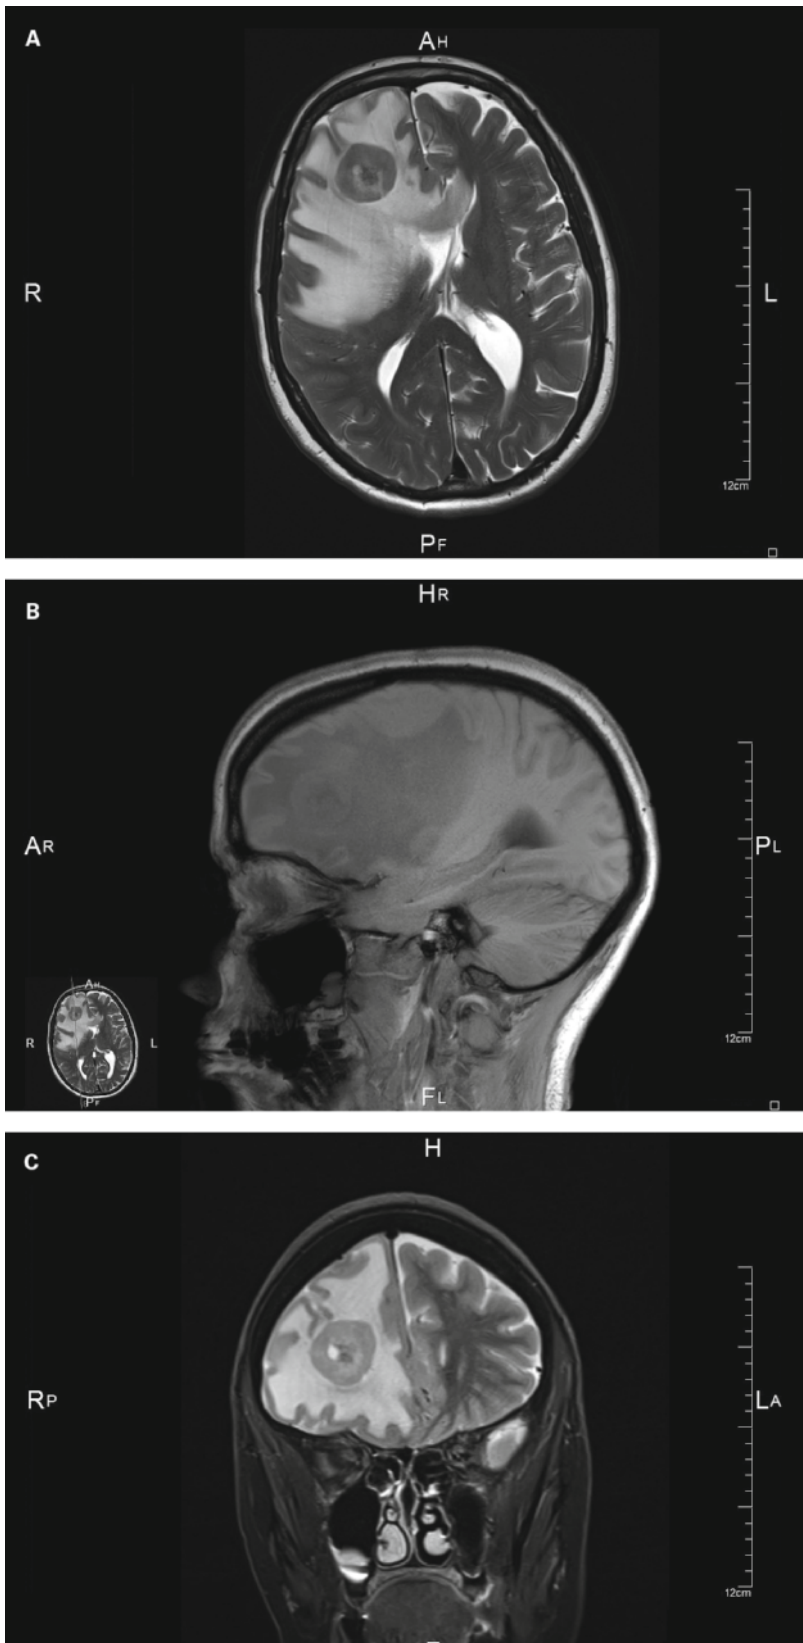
Magnetresonanztomographie des Schädels. Ca. 2 cm grosser, im frontalen Marklager gelegener Tumor mit Mittellinienverlagerung von ca. 1 cm und Kompression des Frontalhorns des rechten Seitenventrikels. Erhebliches peritumorales Ödem, das sich über das Corpus callosum zur Gegenseite ausbreitet. A: T2 transversal: Mittellinienverlagerung. B: T1 sagittal: deutliches perifokales Ödem. C: T2 coronar.
